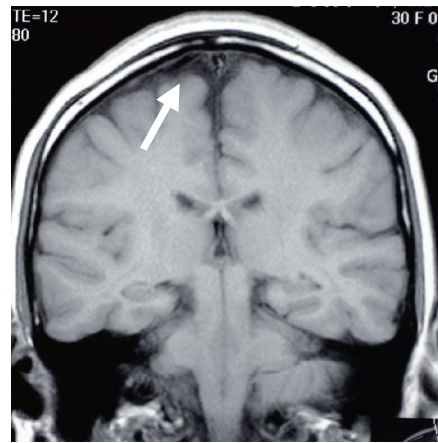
頭部 MRI (冠状断) にて硬膜下腔の拡大を認める
